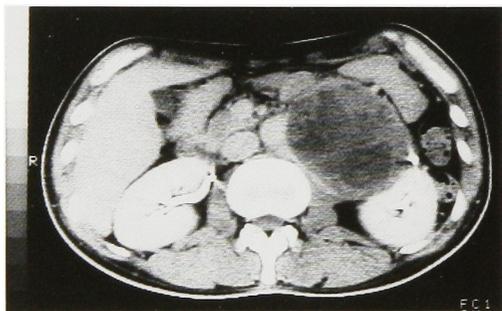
腹部CT (造影)：左腎、大腰筋、腹部大動脈の間に径8 cmの辺縁不整な被膜で覆われた腫瘍を認める。内部は不均一で造影剤増強効果はみられない。
